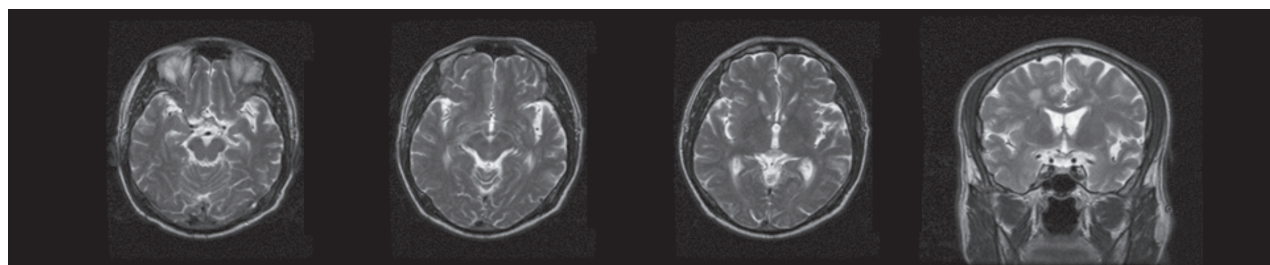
MRI findings in patient with logopenic variant progressive aphasia. Logopenic variant patient's brain MRI showed mild atrophy of left superior and middle temporal gyrus.
